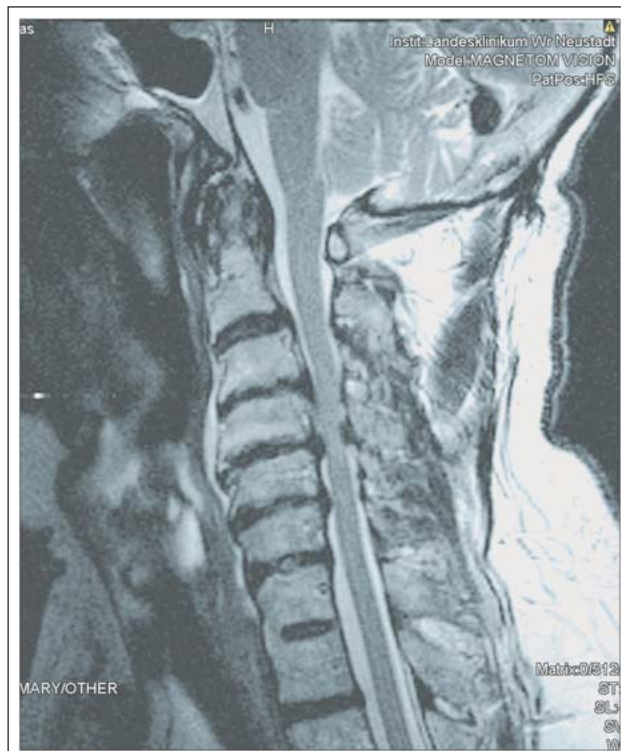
Sagittales präoperatives MRT der Halswirbelsäule. Patient (73 Jahre) mit Spinalkanalstenose C3–C6 und zervikaler Myelopathie. Präoperativer Myelopathie-Score: 8 Punkte.
